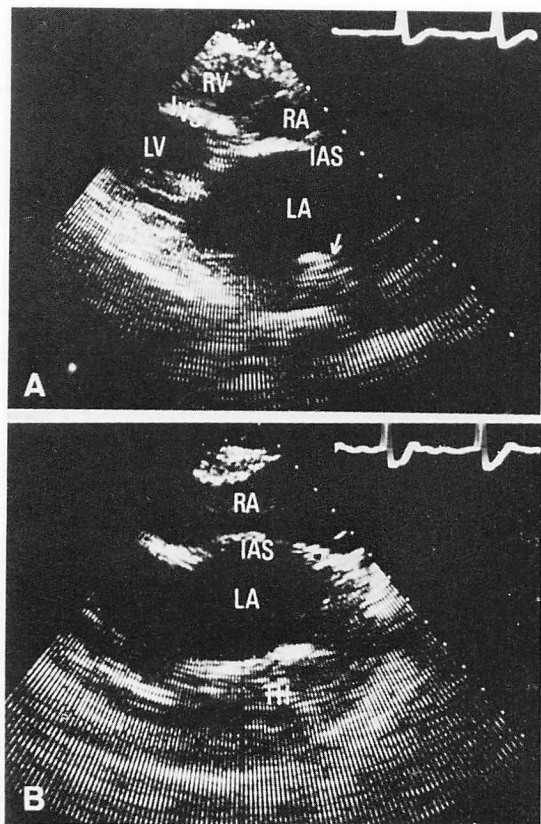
Cross-sectional echocardiograms in a 48-year-old female with MS+Ai.
